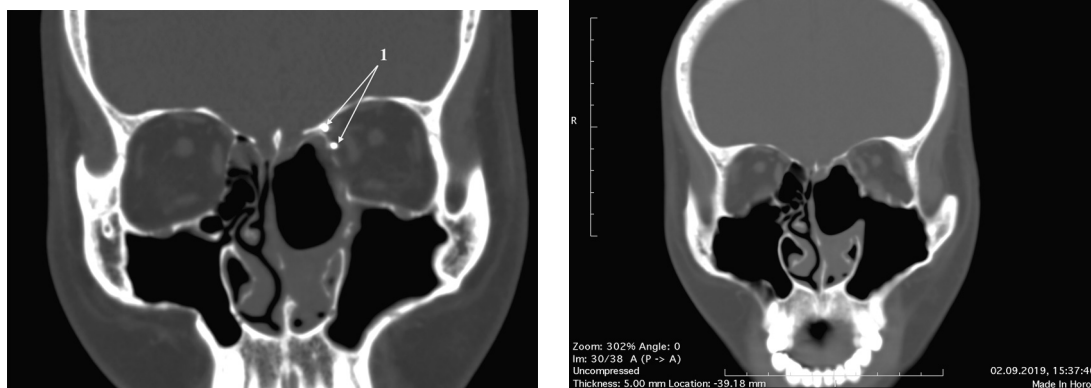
Послеоперационные компьютерные томограммы пациента Л., фронтальная проекция:
